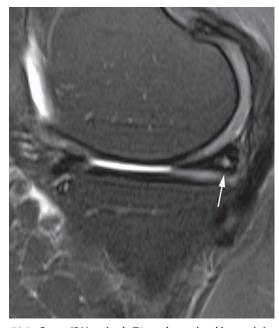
Coupe IRM sagittale T2 : un hypersignal intraméniscal globuleux (flèche) lié à une dégénérescence myxoïde intraméniscale.
